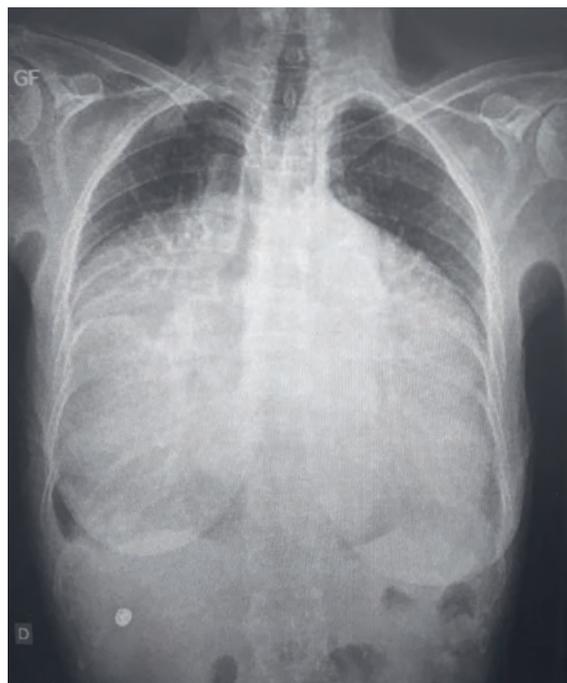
Radiographie thoracique debout de la patiente.
